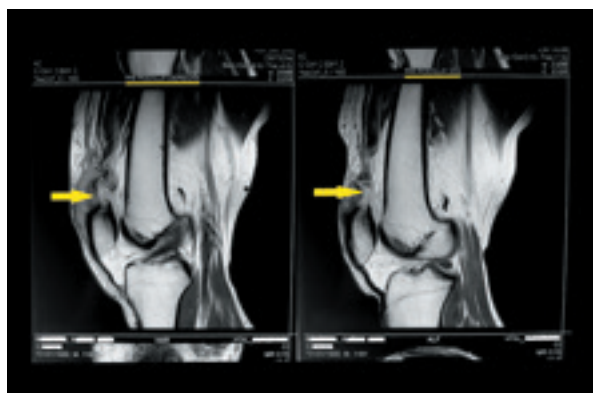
RMN de ambas rodillas, donde se observa la rotura de espesor completo de ambos tendones cuadrícipitales y laxitud del tendón rotuliano.
